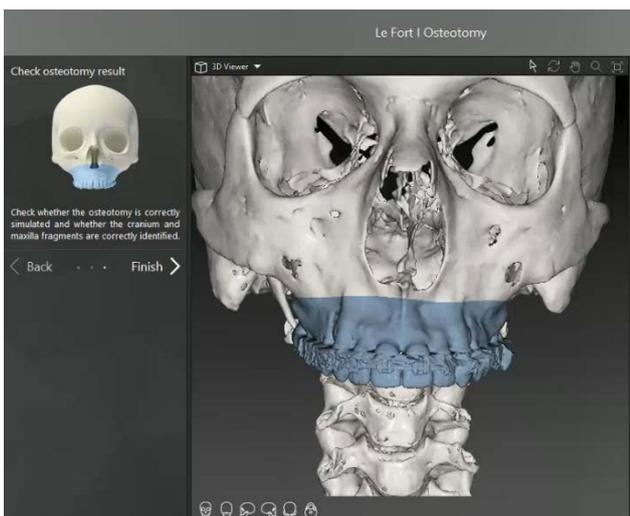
Mediante la marcación de puntos sobre la tomografía del paciente “segmentamos” los maxilares para poder realizar la movilización de los mismos. En esta foto se puede ver en color azul la selección del maxilar superior para poder simular una Lefort I.
